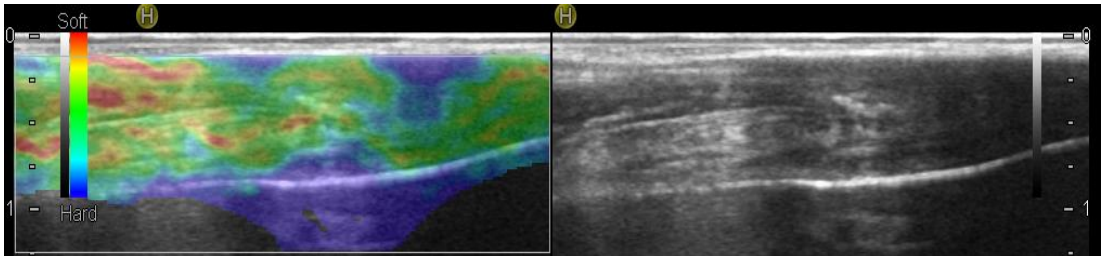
%100 Stromal vasküler fraksiyon uygulanmış aşil tendonu a) 1.Ay ve b) 2.Ay elastosonografik görüntüsü.
